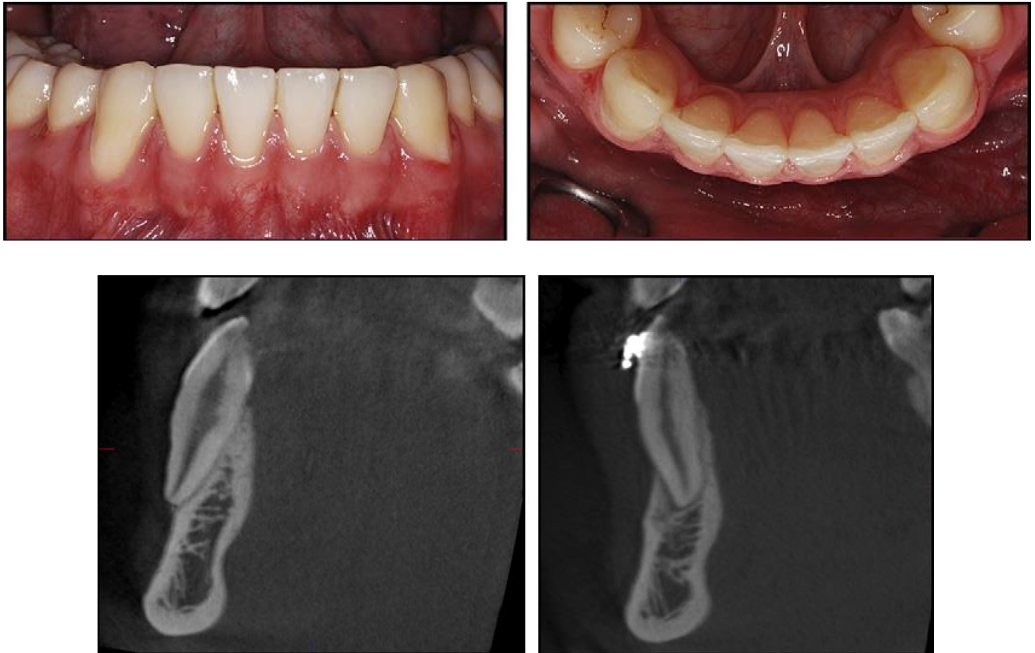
Fotografías intraorales frontal y oclusal e imagen de un corte lateral del CBCT (Tomada de Pazera et al., 2012).
